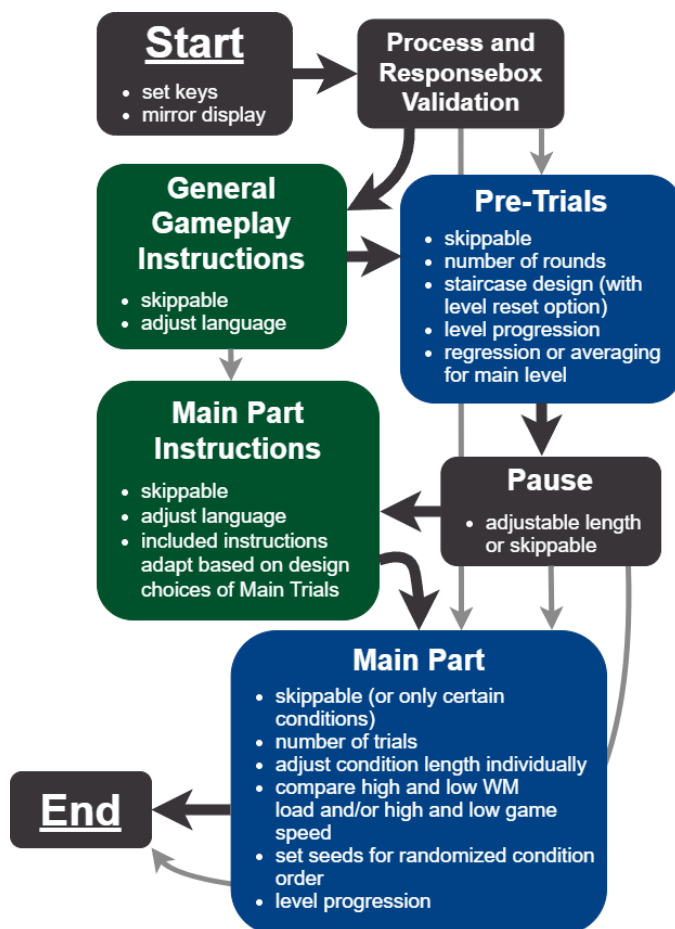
Übersicht über den Ablauf der Messung mit Hilfe des Paradigmas im MRT-Scanner. Graue Felder: Kernprogrammierungen (nicht herausnehmbar, Pause anpassbar), Grüne Felder: Instruktionen, Blaue Felder: Spielzeiten (nur bei Main Part eine MRT-Messung) Paradigma von Grote, J. (2024)
